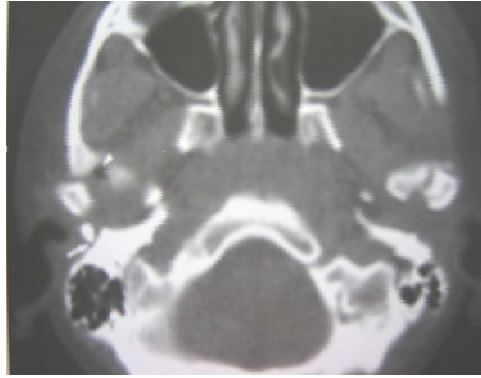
Imagen de una TC<sup>(12)</sup>
